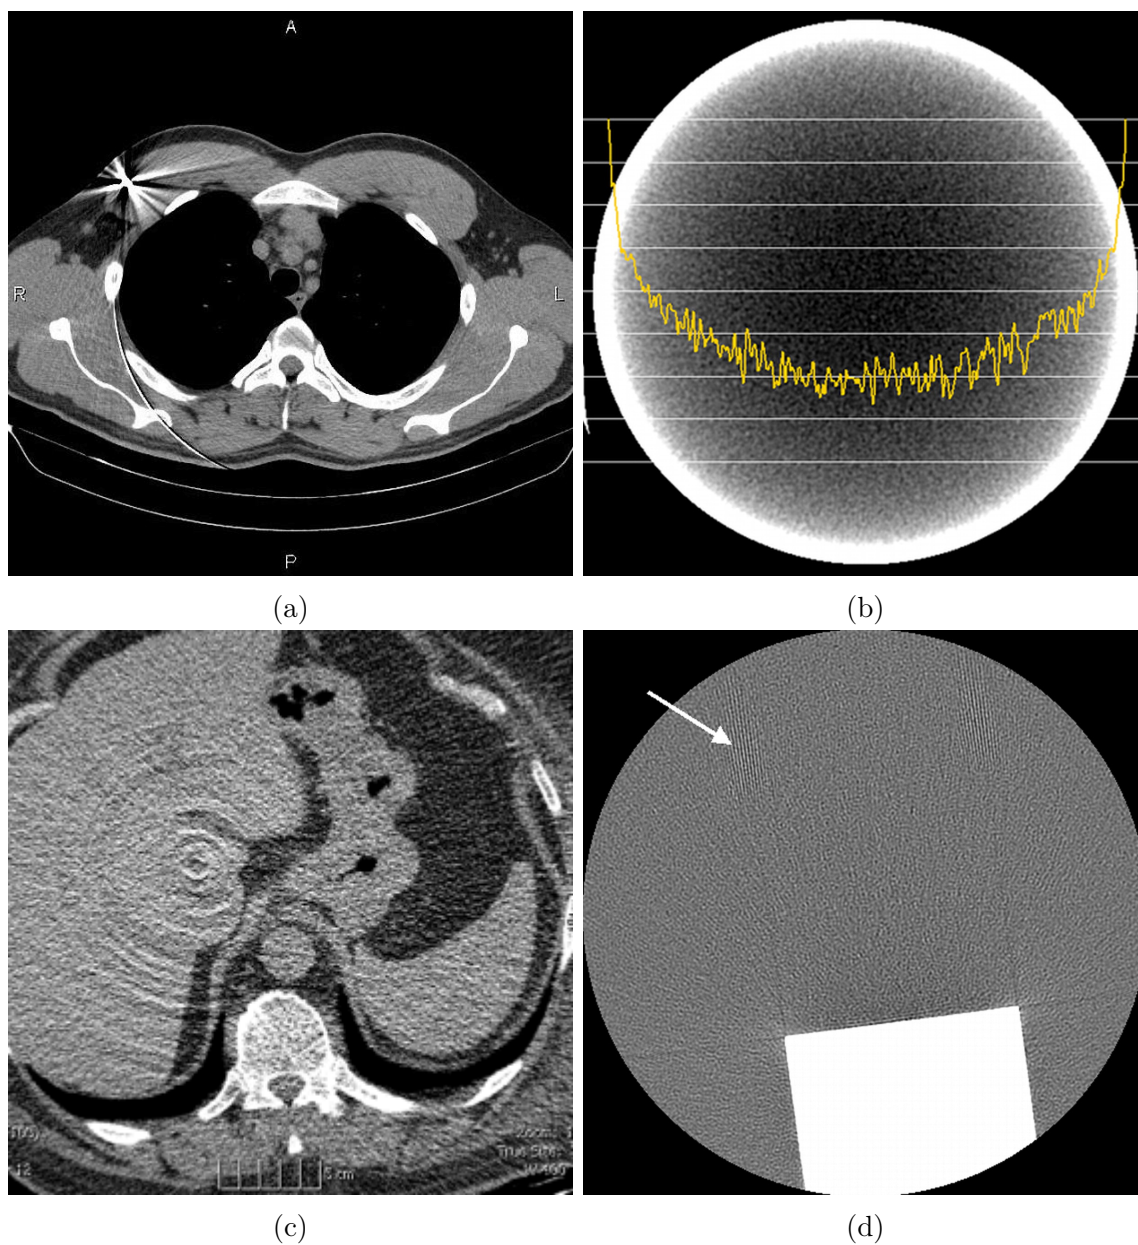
Artefactos que pueden presentarse en la CT por rayos X. (a) Artefacto tipo estrella [70], (b) artefacto tipo copa [68], (c) artefacto tipo anillo [71] y (d) artefacto de alisado [68].
